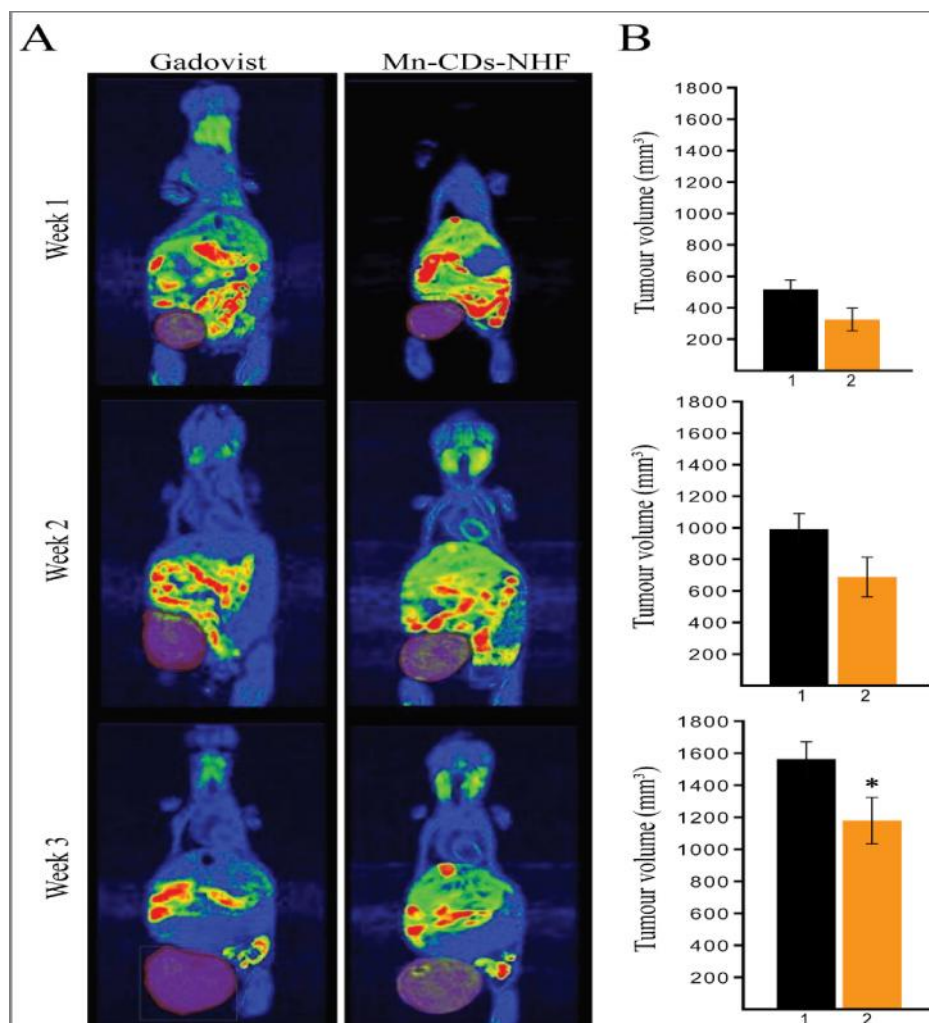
Imagini reprezentative RMN și scorizare a șoarecilor purtători de tumori tratați cu Gadovist sau Mn-CDs-NHF. (A) Imagine RMN (B) Scorizarea volumului tumorii primare pentru fiecare grup tratat. 1. Gadovist, Mn-CDs-NHF 2. * p <0,05.
